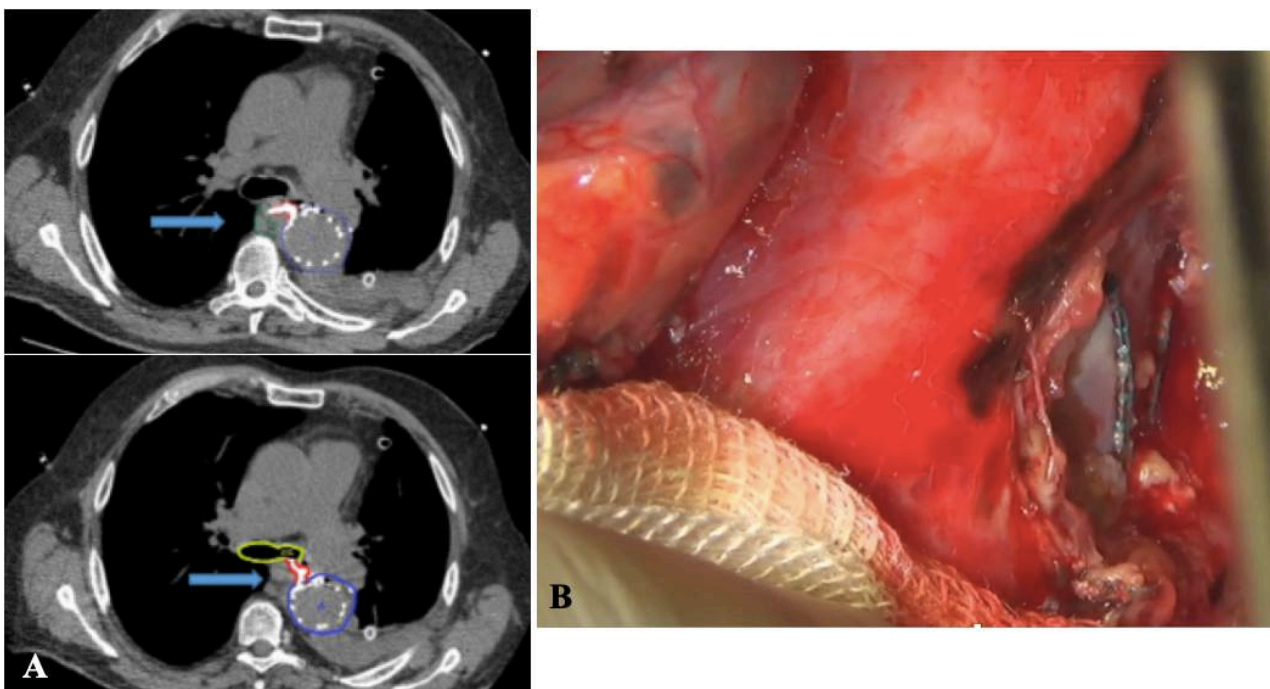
(А) МСКТ аорты, аневризма площадки с ВВ после протезирования ТАА Ex IV и TEVAR; (В) Инфекция протеза ТАА с надрывом в области проксимального анастомоза
